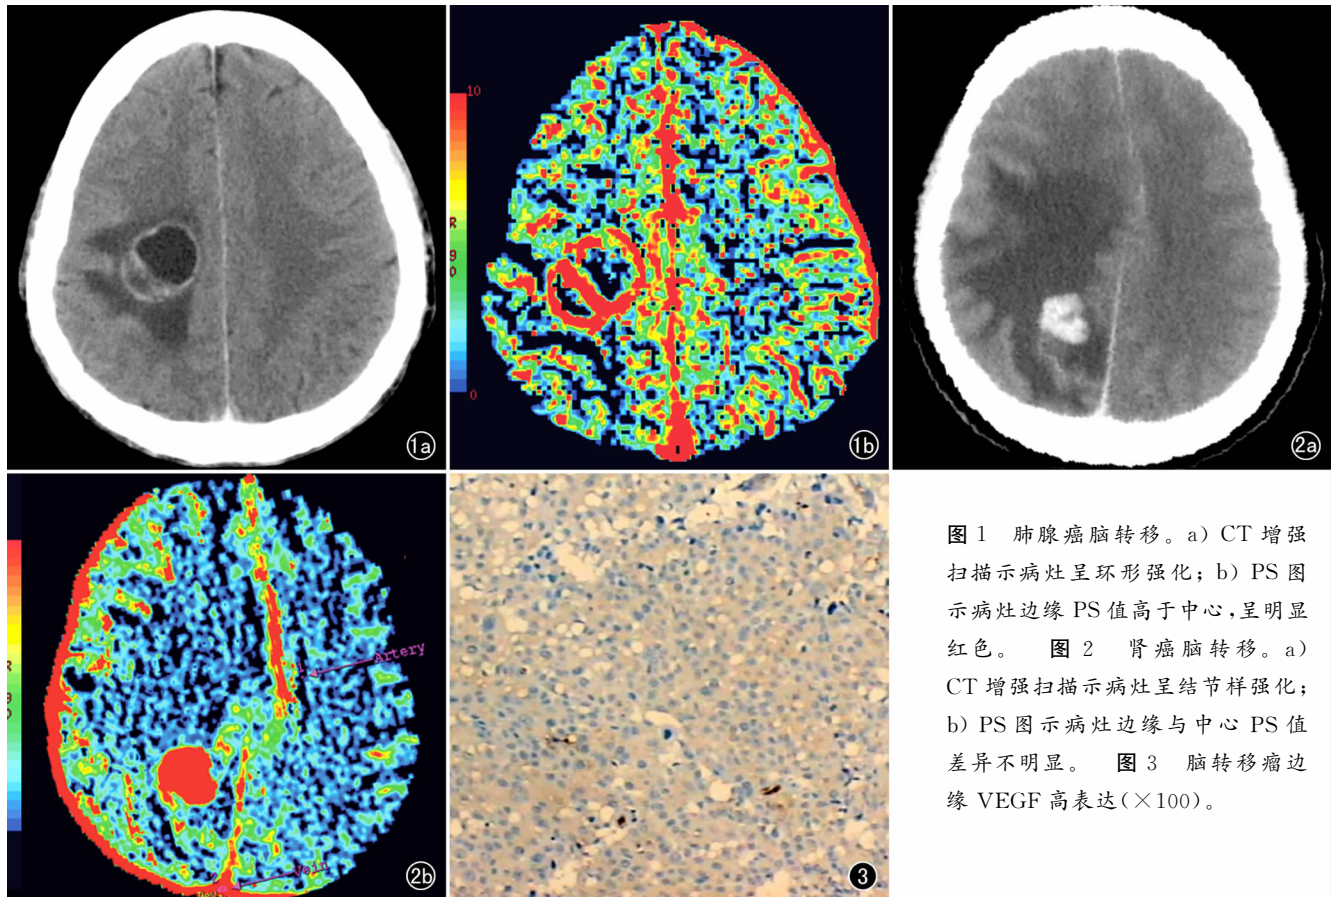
肺腺癌脑转移。a) CT 增强扫描示病灶呈环形强化; b) PS 图显示病灶边缘 PS 值高于中心,呈明显红色。图 2 肾癌脑转移。a) CT 增强扫描示病灶呈结节样强化; b) PS 图显示病灶边缘与中心 PS 值差异不明显。图 3 脑转移瘤边缘 VEGF 高表达(×100)。
